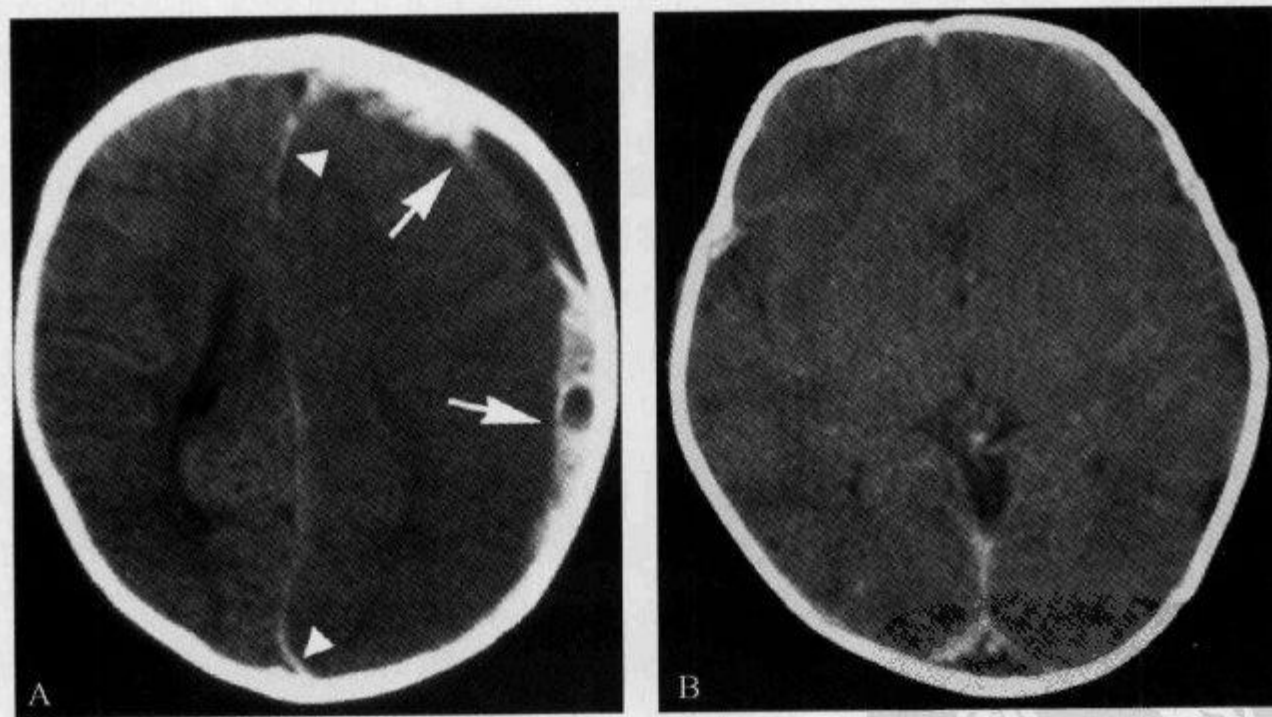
颅脑 CT 平扫示“半 Δ 征”及“ Δ 征”
